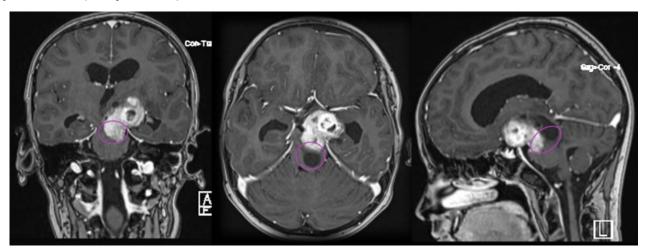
МРТ мальчика 12 лет: опухоль зрительного тракта с вовлечением среднего мозга и смещением подкорковых узлов. Сиреневым отмечены зоны, ставшие более доступными из транстемпорального хирургического коридора с применением эндоскопической ассистенции.
